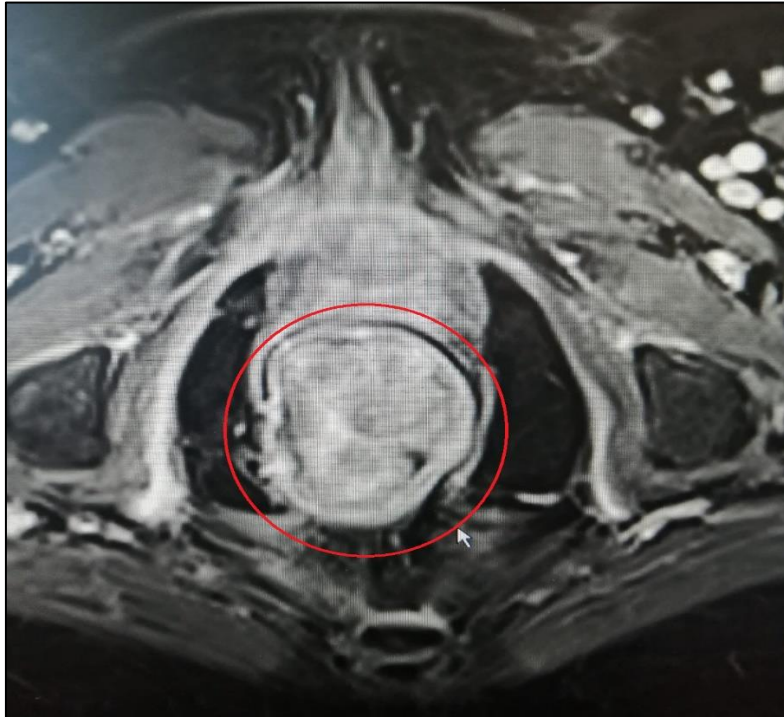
Malignant melanoma with polypoid appearance at the anal entrance on preoperative MRI.
